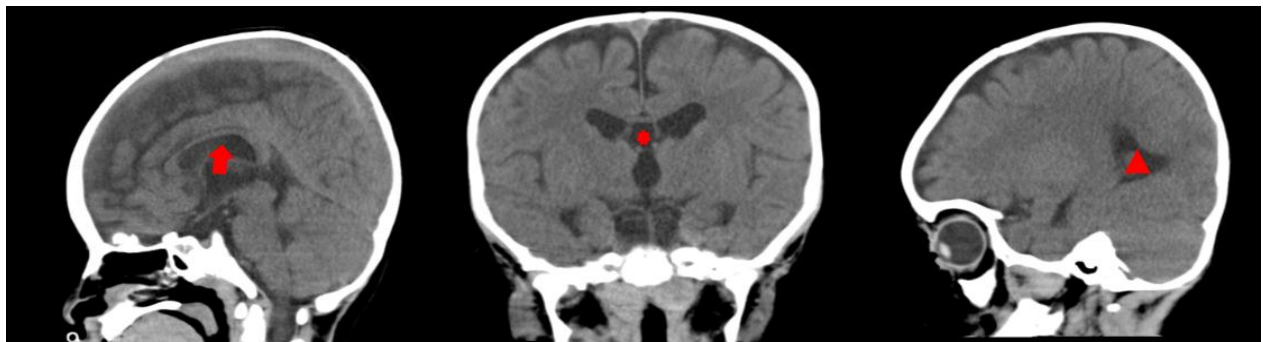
Hallazgos de tomografía craneal simple. Disgenesia del cuerpo calloso (flecha), persistencia del cavum pellucidum (asterisco), colpocefalia (triángulo), hiperintensidad de sustancia blanca.
